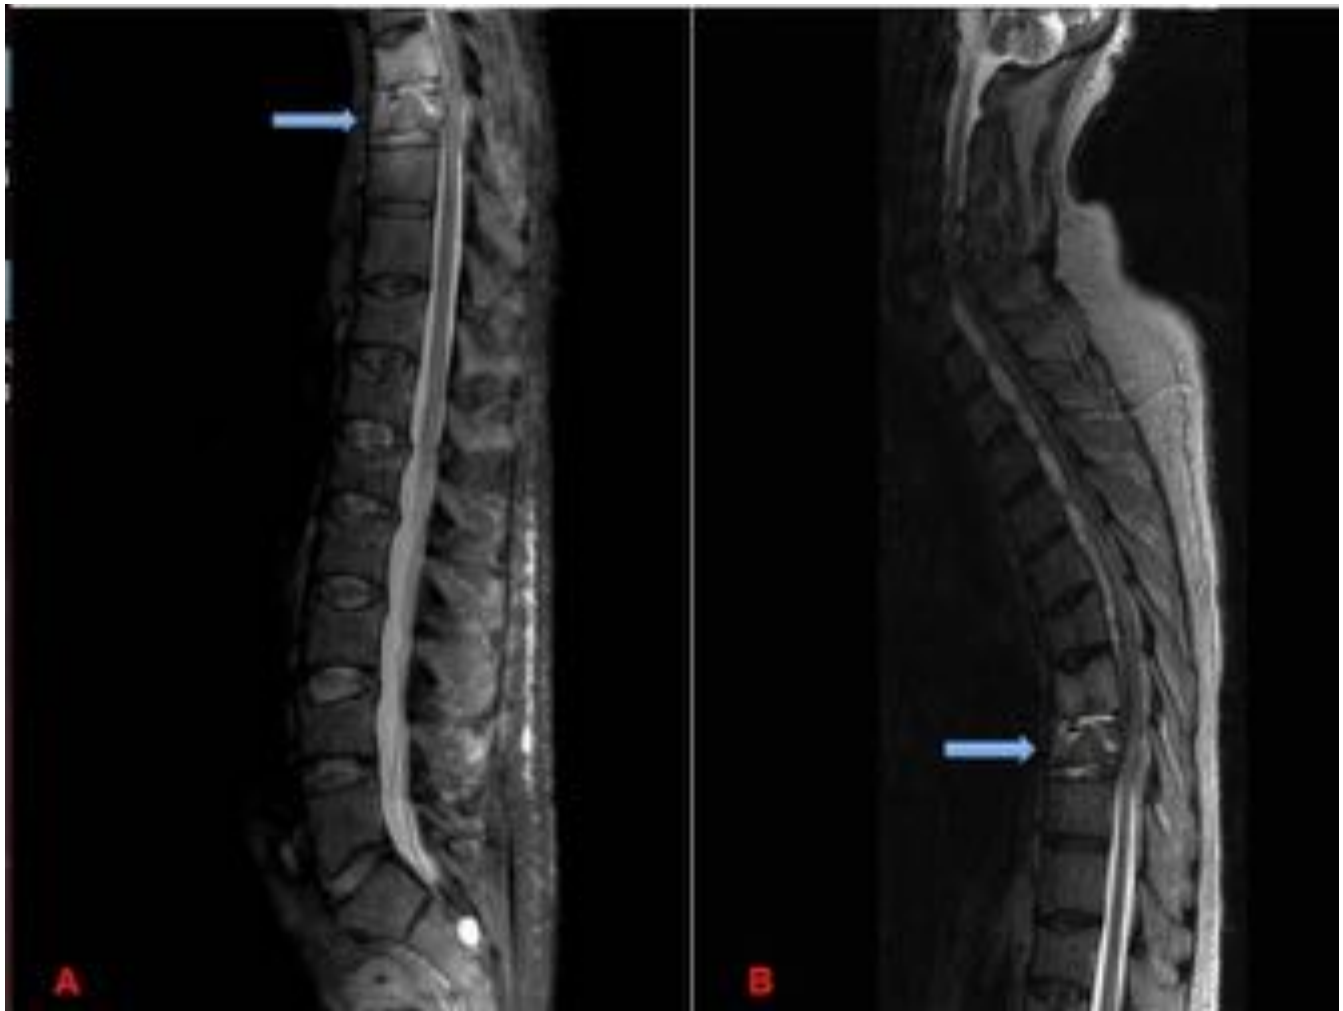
Paciente varón de 68 años, con sospecha de fractura vertebral dorsal, con pérdida de fuerza en miembros inferiores 2/5. Imágenes de RM de columna dorso-lumbar (A) y cervico-dorsal (B) sagital STIR, donde se aprecia la fractura en D8 con edema, y con desplazamiento del muro posterior que reduce el canal medular y contacta y deforma la médula, objetivándose aumento de la señal intramedular a nivel de la fractura en relación con mielopatía.
